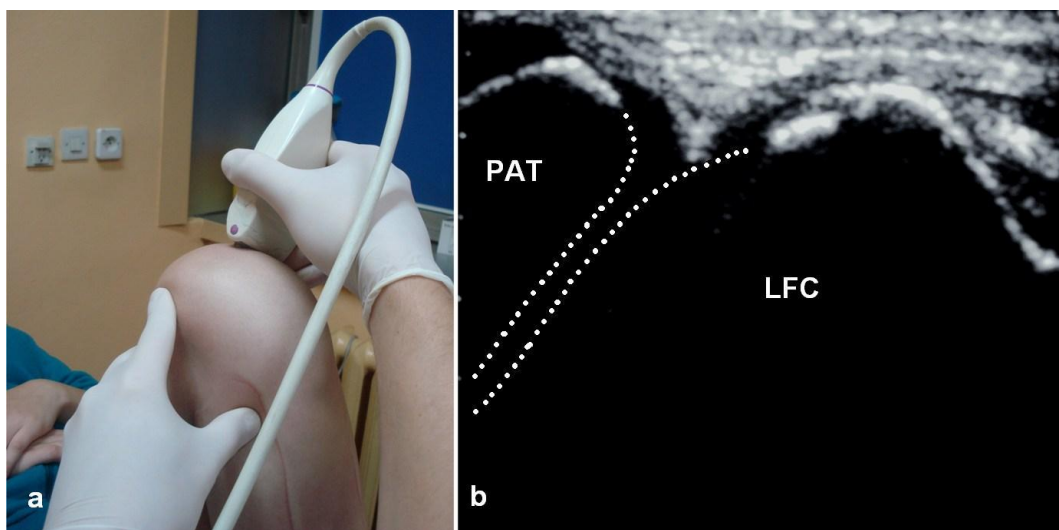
b. Własna technika badania USG bocznej części powierzchni stawowej rzepki: badanie chorego oraz uzyskany obraz USG, (PAT – rzepka).
